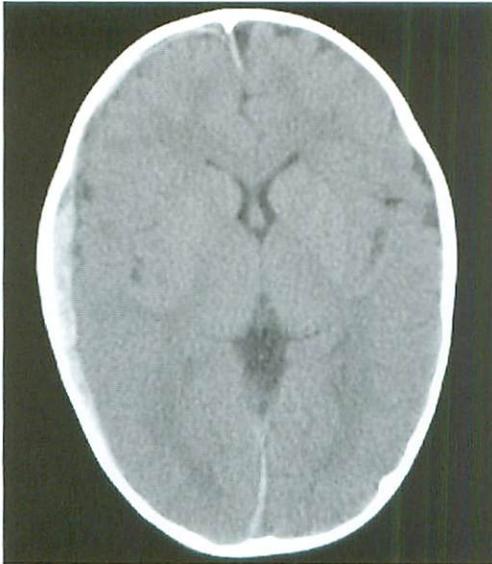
Acute subdural hematoma. Axial CT image without contrast demonstrating crescentic high-density acute subdural hematoma.
